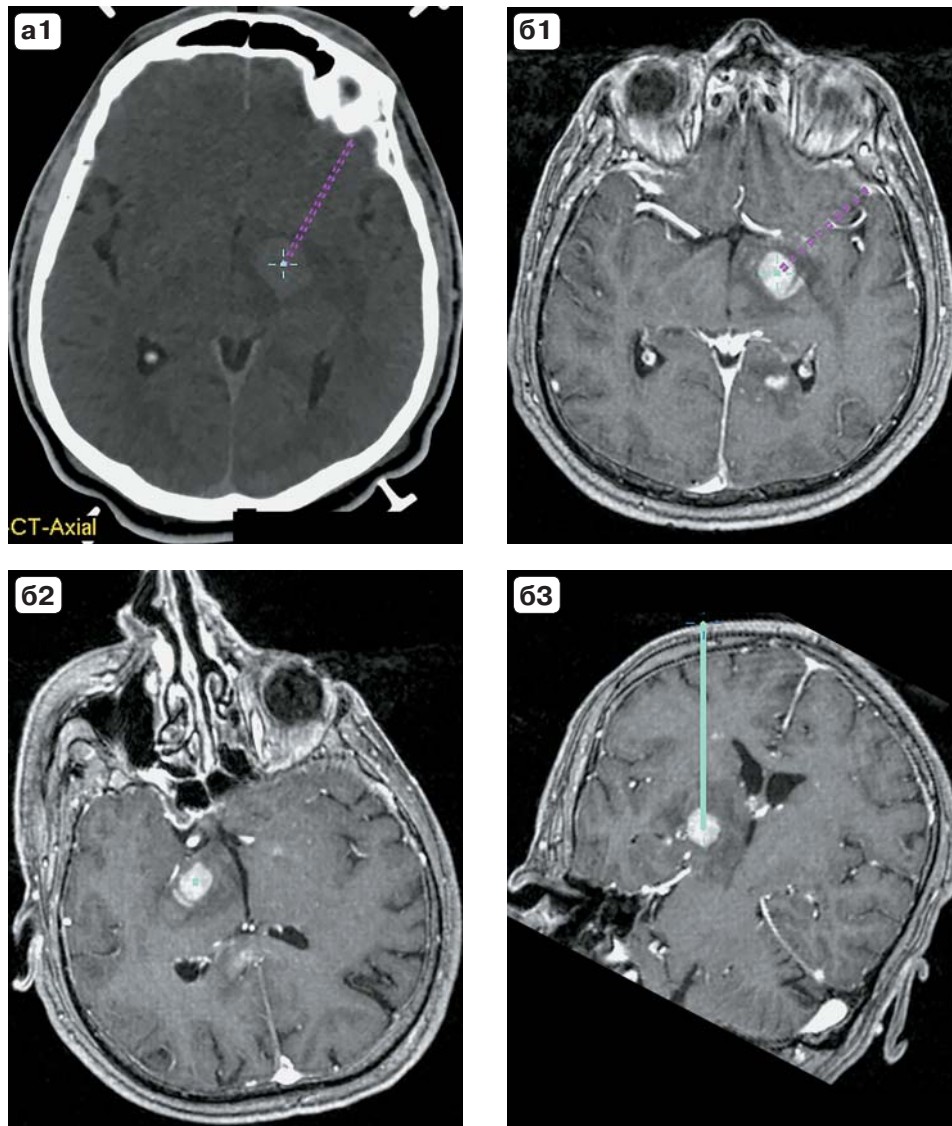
КТ-головного мозга с контрастным усилением (а) и постконтрастная серия Т1-взвешенных МР-изображений (б) с реформированием четко визуализируют лимфому подкорковых узлов слева. Крестом обозначено место забора патологического материала.
